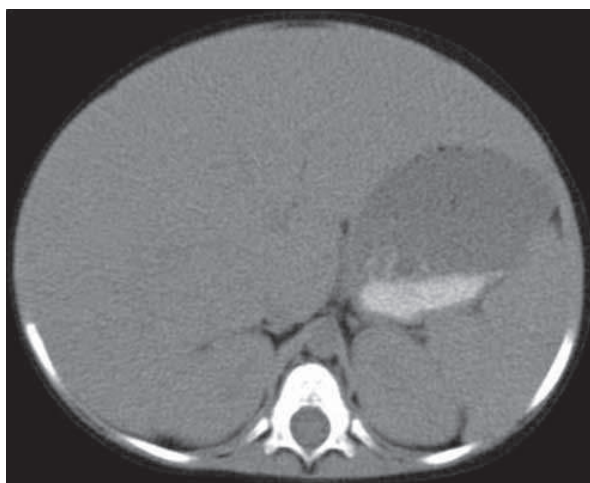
Компьютерная томограмма органов брюшной полости пациента с гликогеновой болезнью Ib типа в возрасте 9 лет (аксиальная проекция). Печень значительно увеличена в размерах, контуры печени ровные, рентгеновская плотность незначительно снижена (+47–51 ед. X). Дополнительные объемные образования в паренхиме печени не визуализируются.
